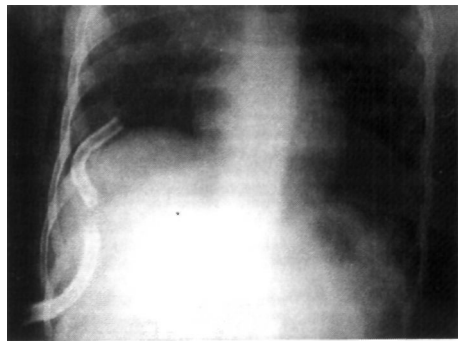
Обзорная рентгенограмма органов грудной клетки. Инородное тело плевральной полости справа.
